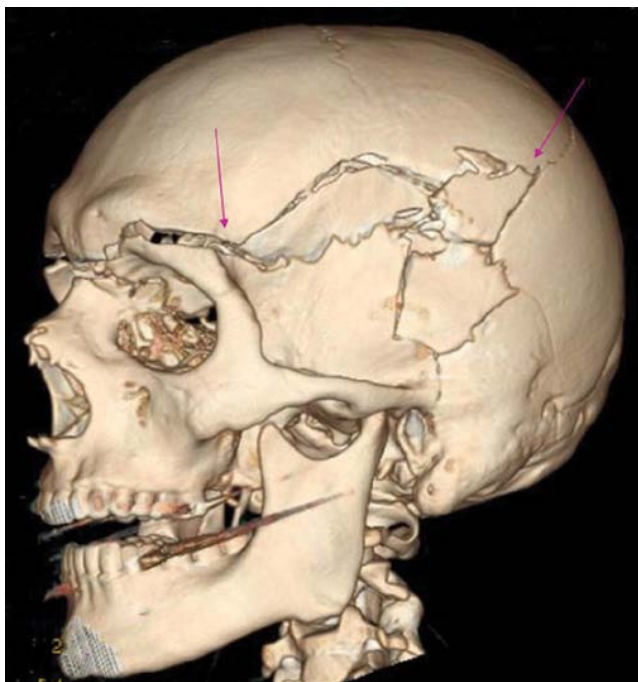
Three-dimensional computed tomography volume-rendered reconstruction. Suicidal death: 3D reconstruction shows the exit side of the skull with the bullet exit hole. Consistent with the Puppe theorem, the shorter fracture lines originating from the exit hole end in thicker fracture lines originating from the bullet entrance hole on the other side of skull (long arrows).
